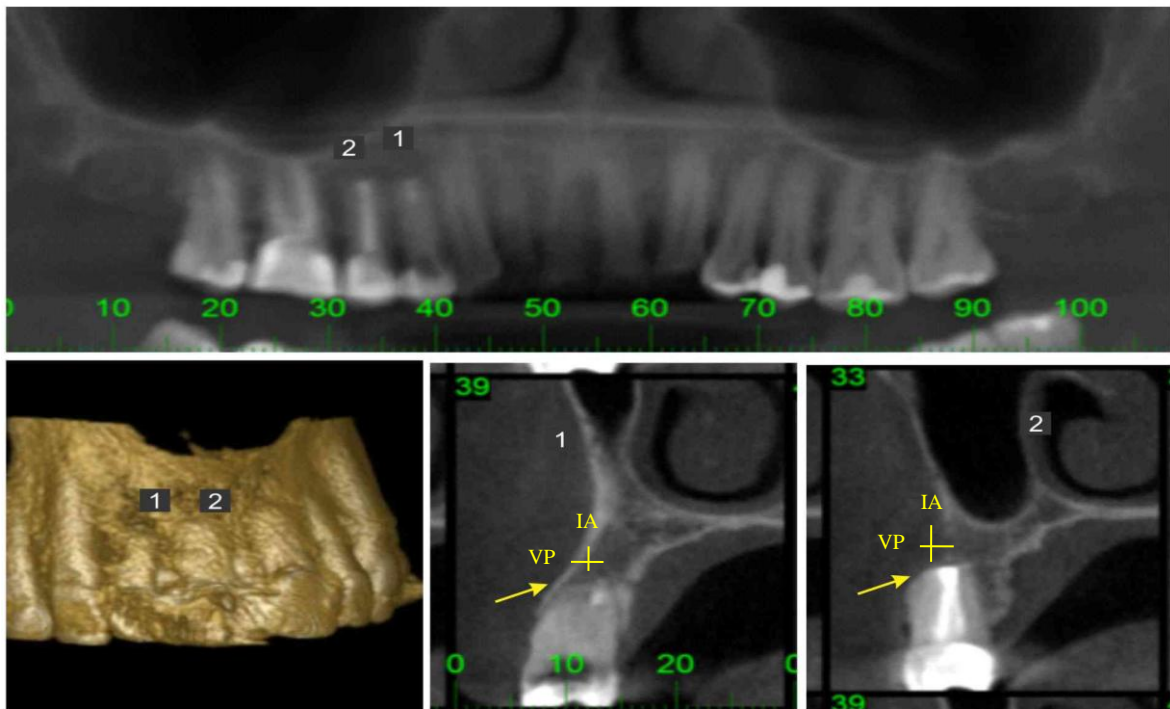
Paciente D; tomografia inicial: dois dentes apresentando feridas perirradiculares. Dente 1 (primeiro pré-molar superior direito) medida VP= 5.76; medida IA= 5.50. Dente 2(segundo pré-molar superior direito) medida VP= 6.61; medida IA= 4.80
